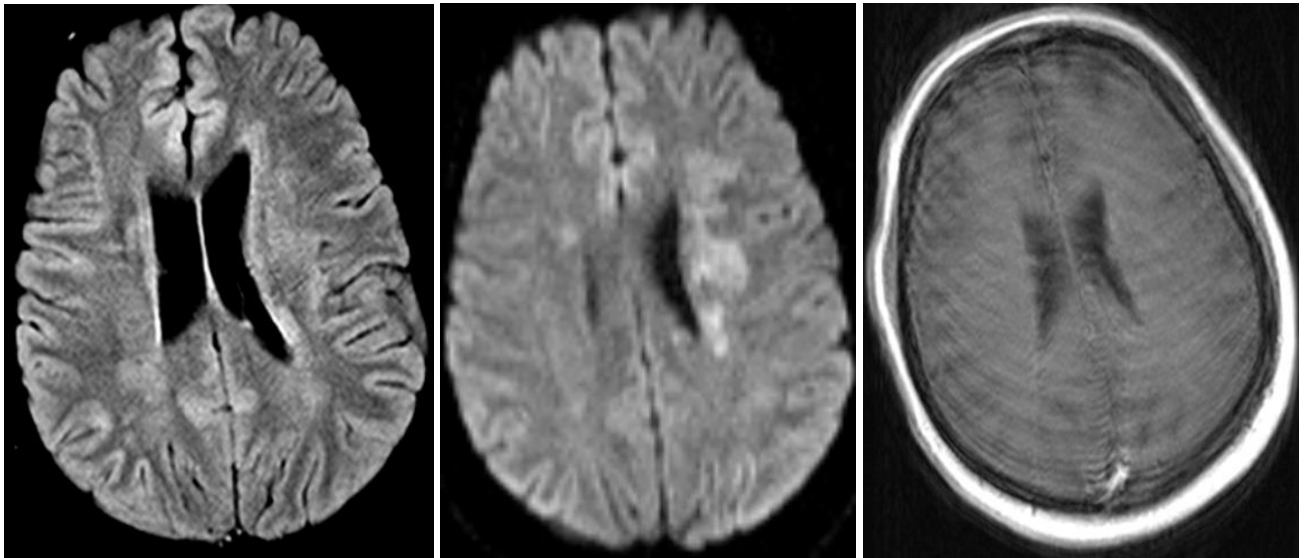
№4. МРТ-паттерн поражения головного мозга – “Облаковидные очаги”. Слева направо: T2FLAIR, DWI (b1000), T1 с КУ.
